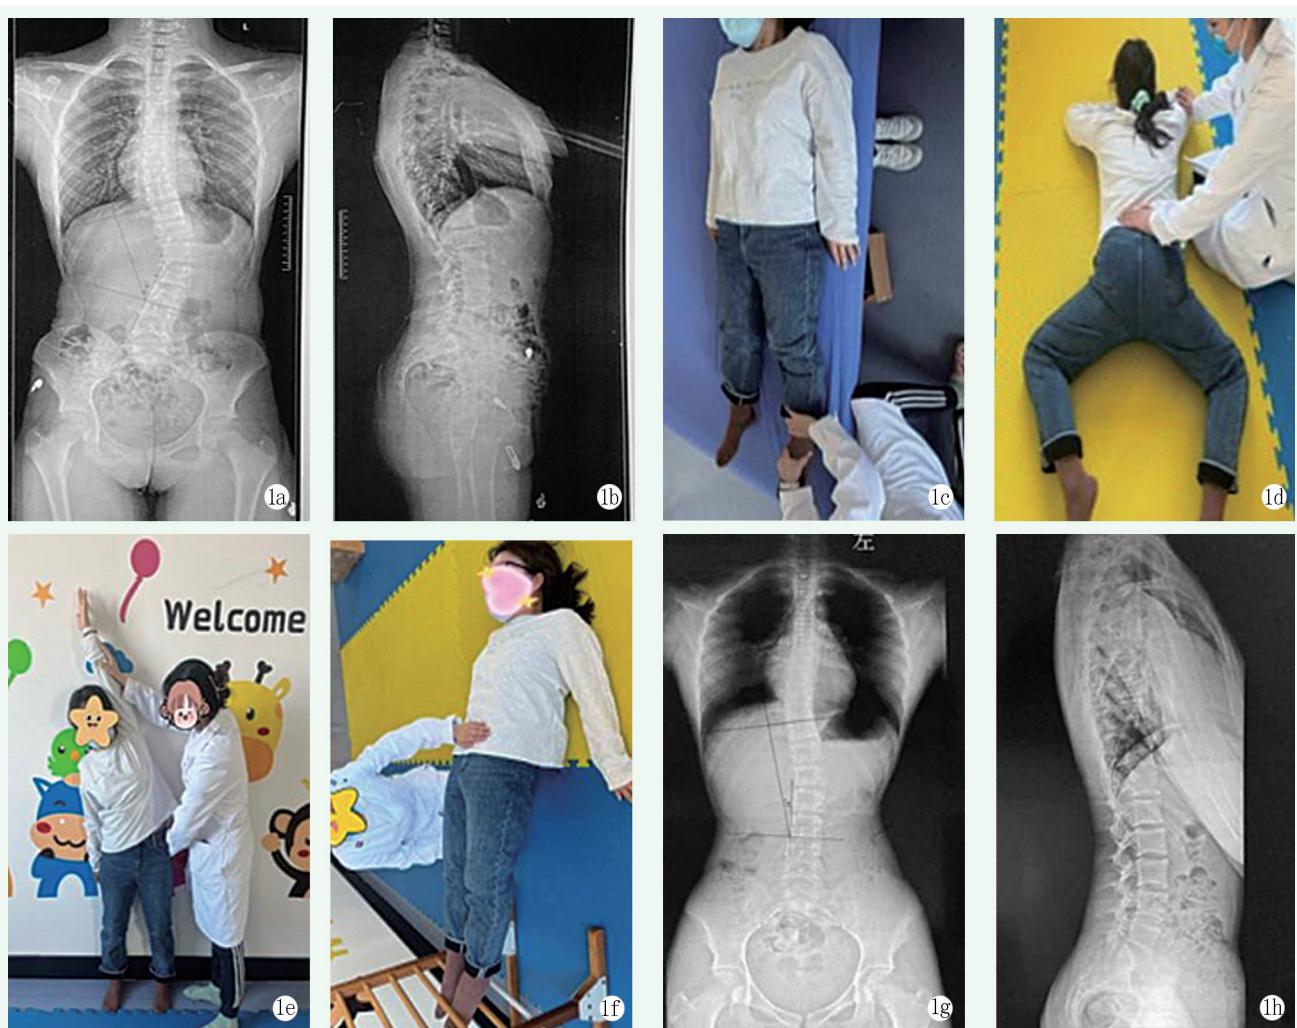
患者女性，14岁。1a: 治疗前X线片可见脊柱侧弯，Cobb角为38°；1b: 侧位X线片见胸腰椎曲度增大；1c: 骨盆手法操作，患者配合呼吸，向对侧施加旋转力量；1d: 俯卧位，施加旋转力量；1e: 核心训练，治疗师协助患侧固定进行伸展运动；1f: 取仰卧位，两脚置于器械上，患者借助自身力量让臀部抬离床面；1g: 经过12周的干预后患者 Cobb 角改善至12°；1h: 干预后患者胸、腰曲度较治疗前改善。
